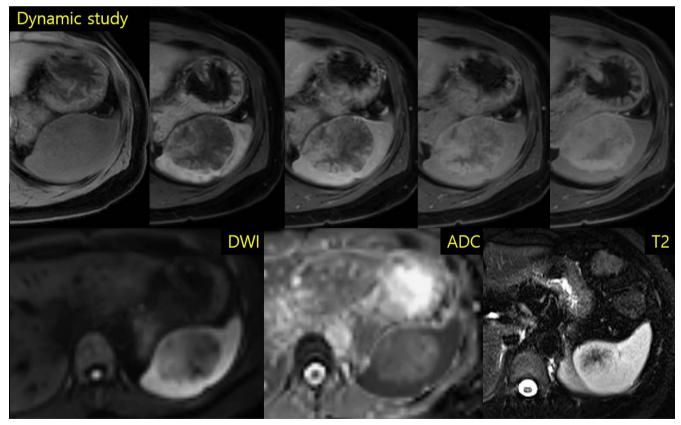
Sclerosing angiomatoid nodular transformation (SANT)가 있었던 48세 여자 환자의 증례이며 spleen에 위치한 병변이 역동적 조영 증강 MRI에서 점진적인 조영 증강 양상을 보이며 마치 spoke wheel과 같은 모습을 보인다. 해당 병변은 diffusion restriction은 보이지 않았고, T2WI에서는 중심부에서 낮은 SI를 보인다.
